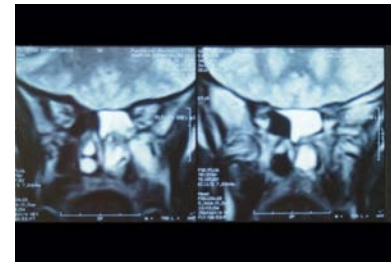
RMN prequirúrgica. Compromiso de seno esfenoidal izquierdo.
